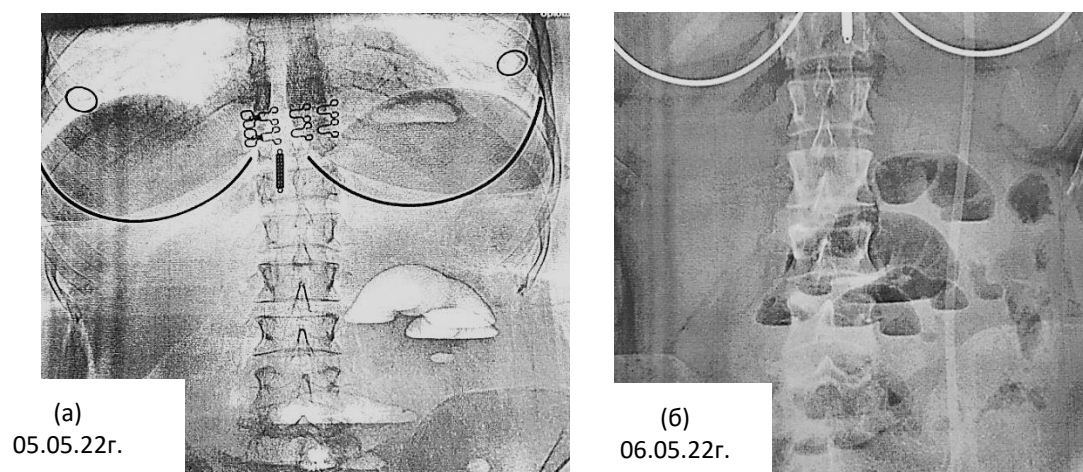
Пациентка А., 32 года. Обзорная рентгенограмма брюшной полости. В динамике в проекции тонкой кишки наблюдается рост числа воздушных «арок» и «чаш Клойбера»
